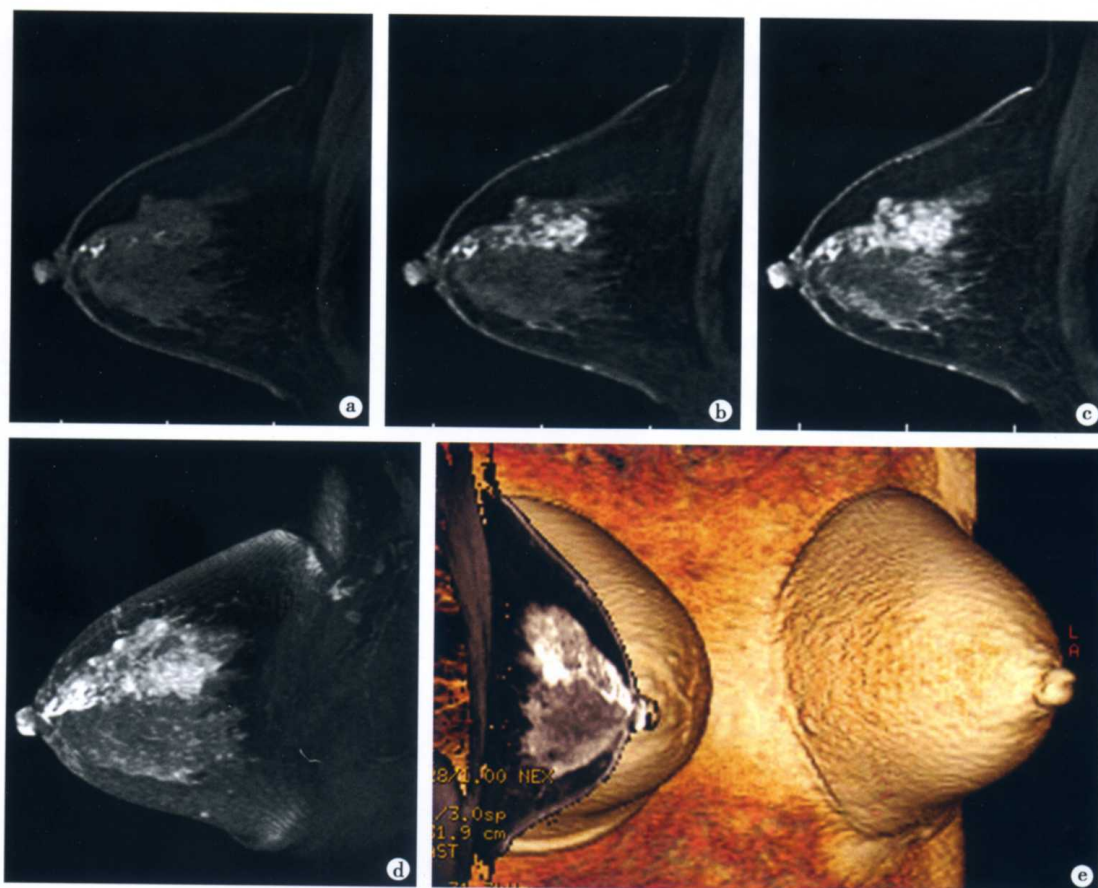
右乳腺导管原位癌 MRI 表现
